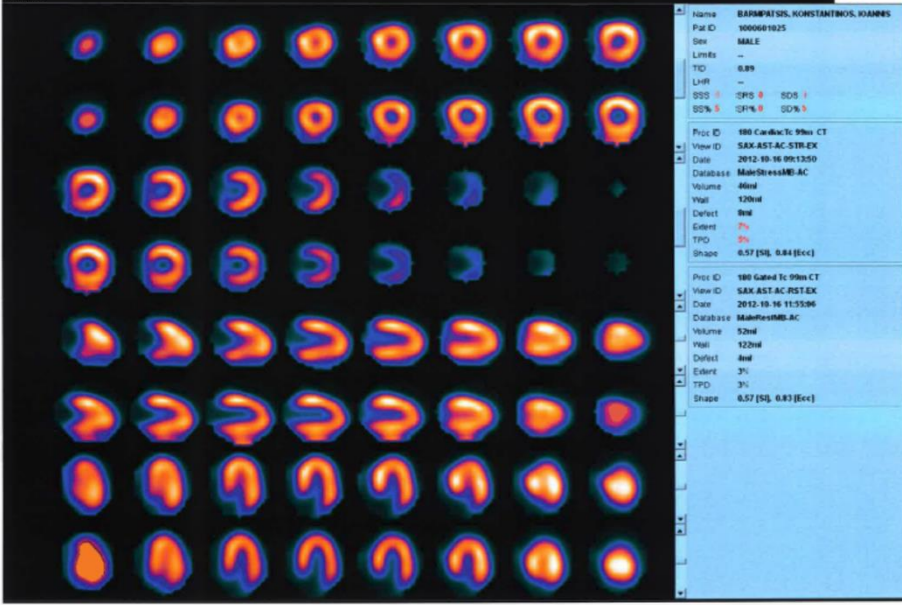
Example of fusion imaging in a patient with single vessel coronary artery disease. A. Short axis, vertical and horizontal long axis slices of the Stress/Rest SPECT study. This perfusion study was read as probably normal. B. Polar maps of the same SPECT study. C. Multi-planar reconstructions of the coronary arteries on CT angiography showing a plaque in the proximal left anterior descending coronary artery. This was read as equivocal for coronary artery disease. D. Three-dimensional rendering of the coronary arteries on CT angiography showing the paths of the coronary arteries and the plaque location in the left anterior descending coronary artery. E. Fused display; the black area on the fused display identifies a region of myocardial hypoperfusion during stress. The white area within the black region indicates an area of reversibility of the perfusion abnormality. The segments of the coronary arteries rendered in green are segments distal to stenoses seen on CT angiography. This fused scan was read as showing obstructive coronary artery disease in the left anterior descending coronary artery territory. Since the invasive angiogram results showed a 50% proximal left anterior descending coronary artery lesion, only the fused display was interpreted accurately.
